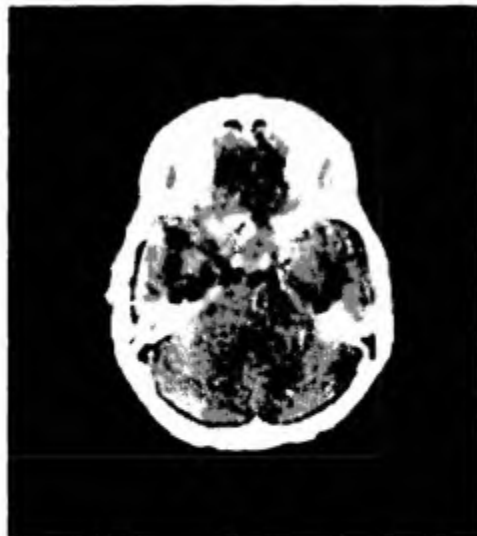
Компьютерная томограмма. Интра-, супра-, параселлярная опухоль гипофиза. Деструкция боковой стенки турецкого седла слева.
